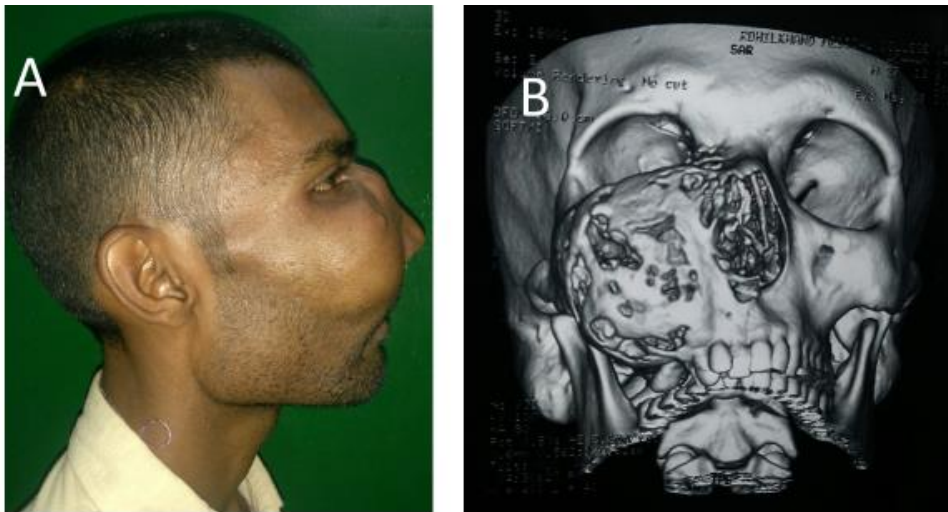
La figura A Muestra una fotografía de perfil de un paciente con un aumento de volumen en el Maxilar. La figura B muestra una tomografía computarizada en la que se aprecia un aumento de volumen en el lado derecho del maxilar con destrucción de la cortical debido al sarcoma de Ewing.
